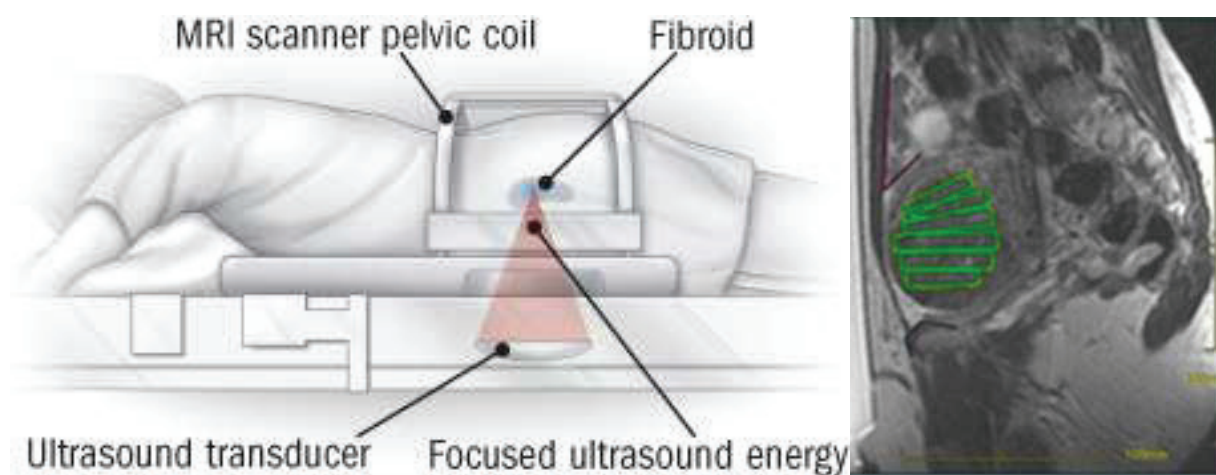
Prinzip des MRgFUS beim Uterusmyom mit Positionierung im MRT (links) und Planungsmodell (rechts) (HarvardHealthPub, 2008).
